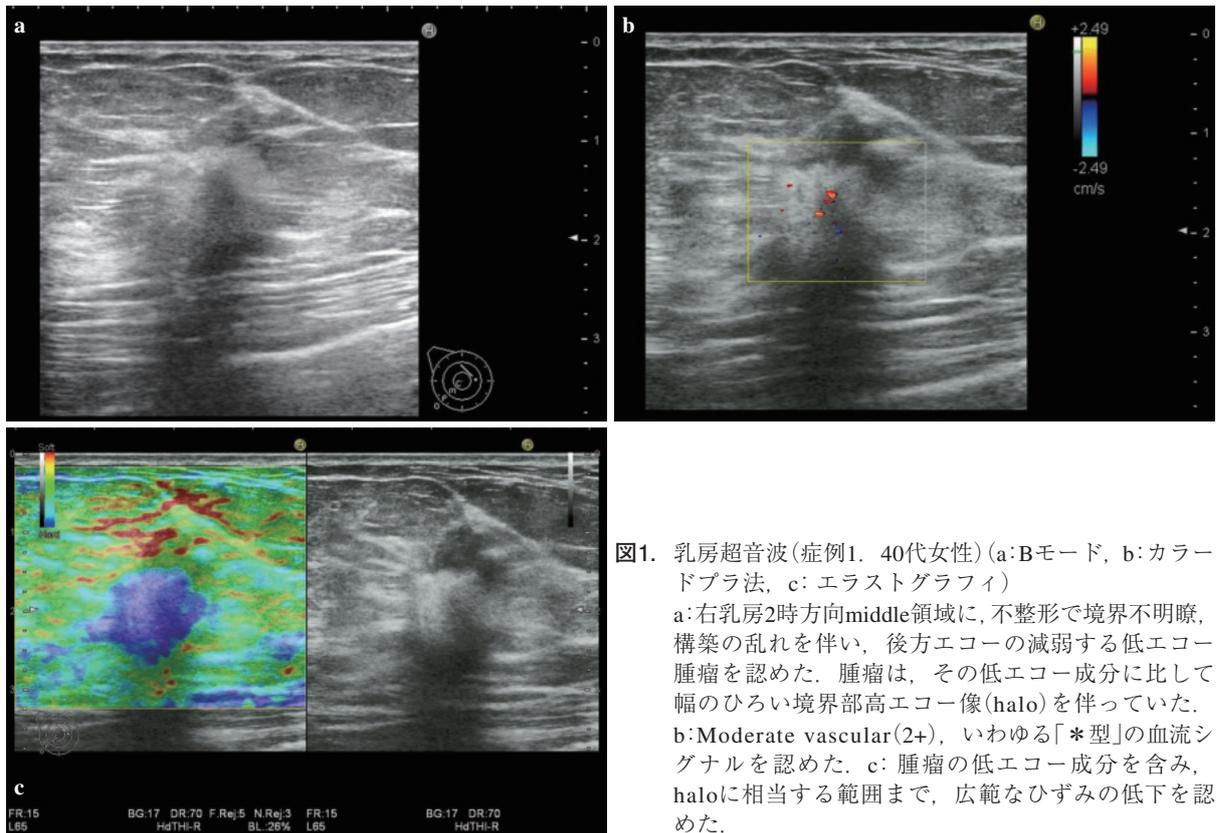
乳房超音波(症例1. 40代女性)(a: Bモード, b: カラー Doppler法, c: エラストグラフィ)
